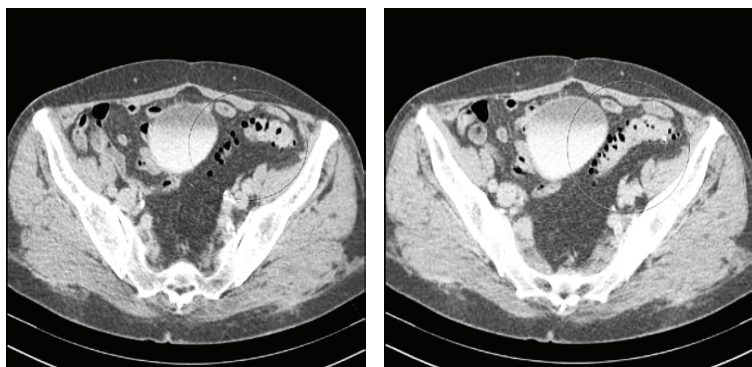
КТ. На двох послідовних сканах тазу візуалізуються множинні мішкоподібні випинання стінки сигмовидної ободової кишки, заповнені повітрям
